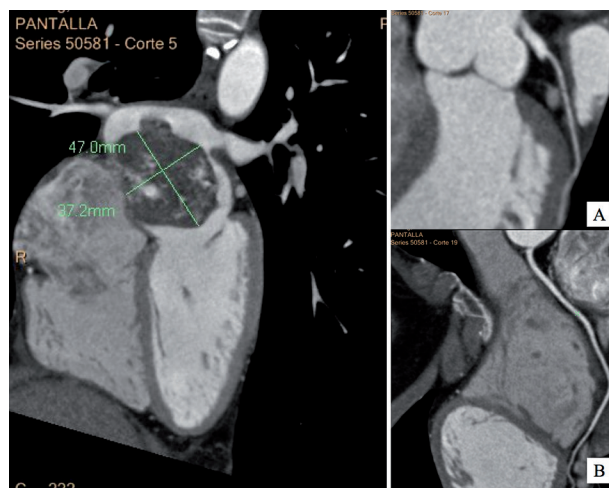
Angio TC cardíaco. En la izquierda, corte coronal que muestra gran masa que ocupa práctica totalidad de AI, anclada en SIA de aspecto heterogéneo con áreas de captación de contraste que sugiere vascularización. Respeta drenajes venosos de aurícula izquierda. En la derecha, reconstrucciones planares arteriales: A) curva de arteria DA sin lesiones. B) curva de arteria CD, sin lesiones.
